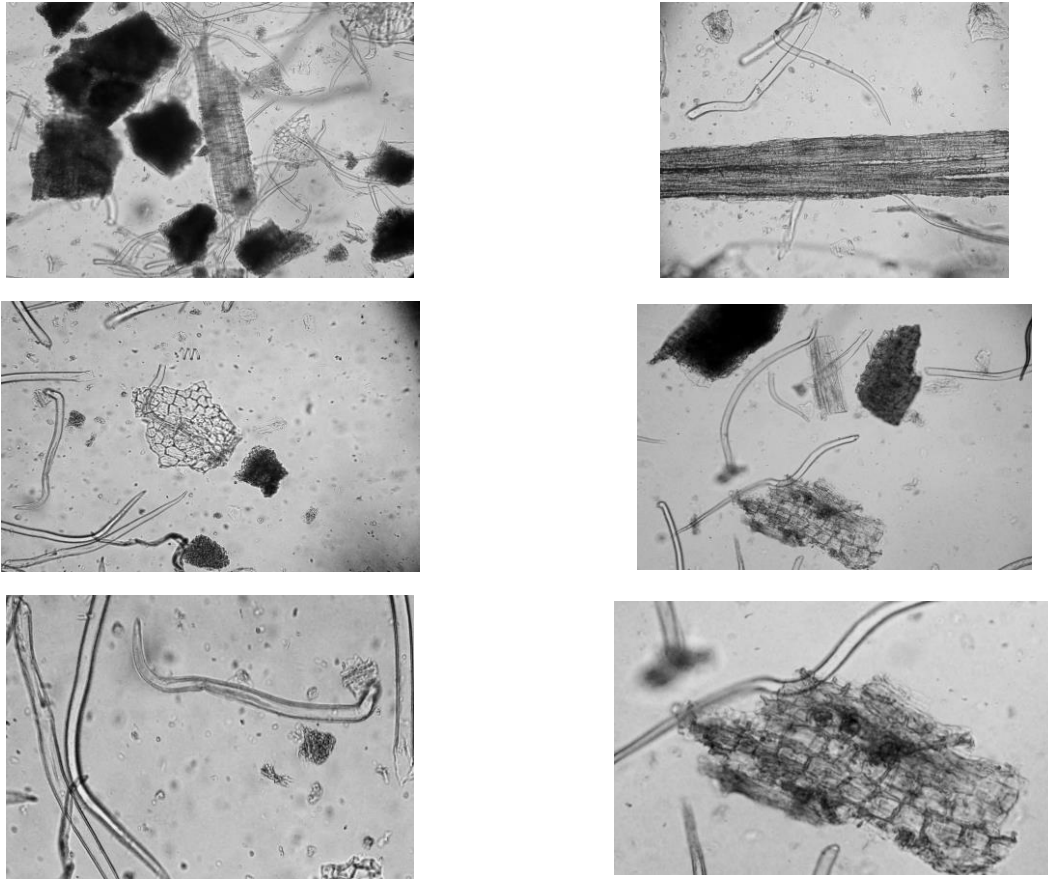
Мікроскопічний аналіз верби кори: фрагменти корку з потовщеними клітинами, пучки механічних волокон з дуже потовщеними оболонками, які мають кристалоносну обкладку із призматичними кристалами кальцію оксалату, фрагменти коленхіматозної паренхіми, фрагменти судинно-волоконистих пучків із коричнюватою коленхімою, здерев'янілі волокна, фрагменти судин, окремі призматичні кристали та друзи, цілі або фрагменти простих одноклітинних волосків, фрагменти епідерми пластинки із полігональними клітинами, фрагменти епідерми з продиховими апаратами парацитного та анамоцитного типу, фрагменти епідерми з простими одноклітинними волосками.
